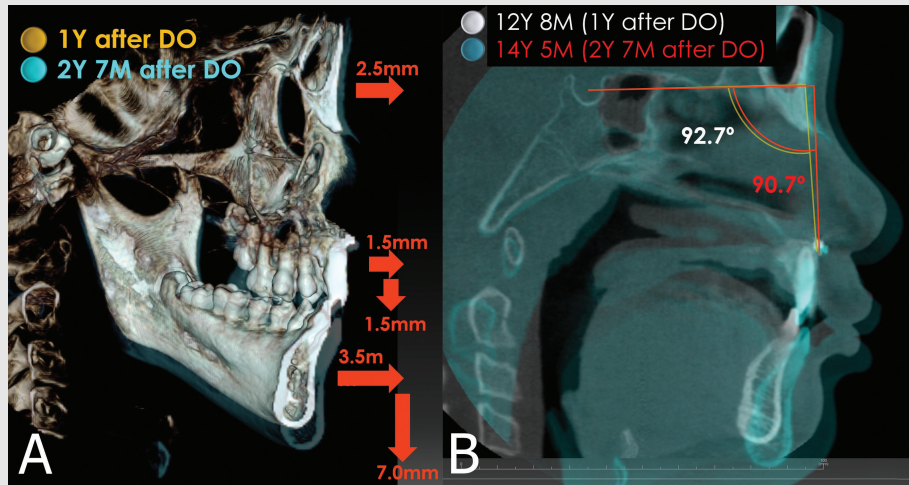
Superimposition of cone beam CT images of 1 year after DO (ivory) and 2 years and 7 months after DO (blue). Registered at the anterior border of sella turcica. A, clipped view of 3D volume rendering. Arrows indicates growth of nasion (top), bone plate on the anterior maxilla (middle), and B point (bottom). B, midsagittal section slice. SNA angle decreased as A point grew negligibly while nasion grew 2.5 mm anteriorly.
